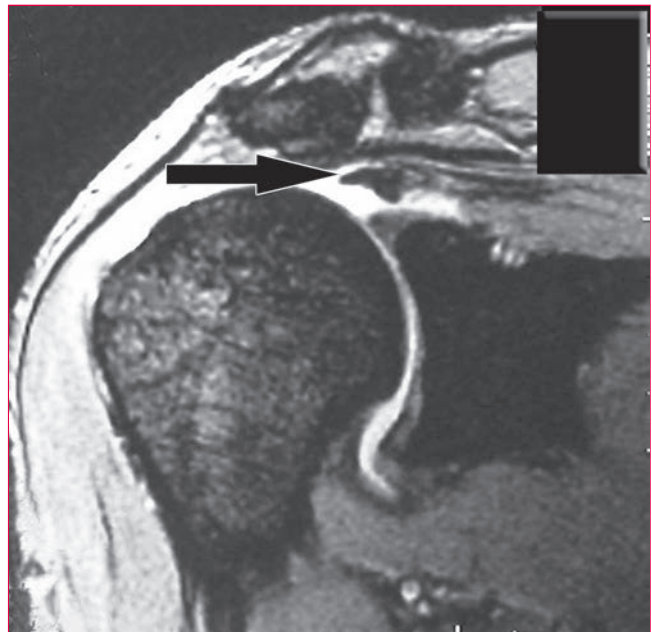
Imagen de resonancia magnética coronal oblicua ponderada en T2 en la que se aprecia un desgarro del supraespinoso (flecha).
